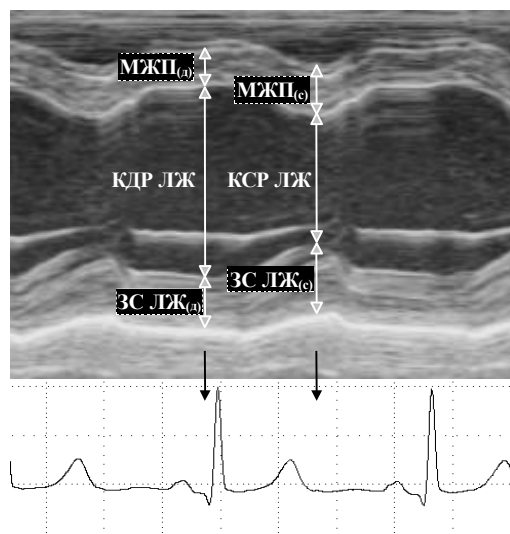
Основные показатели, измеряемые при одномерном эхокардиографическом исследовании левого желудочка: ЗС ЛЖ (д), ЗС ЛЖ (с) – толщина задней стенки левого желудочка в диастолу (систолю); МЖП (д), МЖП (с) – толщина межжелудочковой перегородки в диастолу (систолю)
